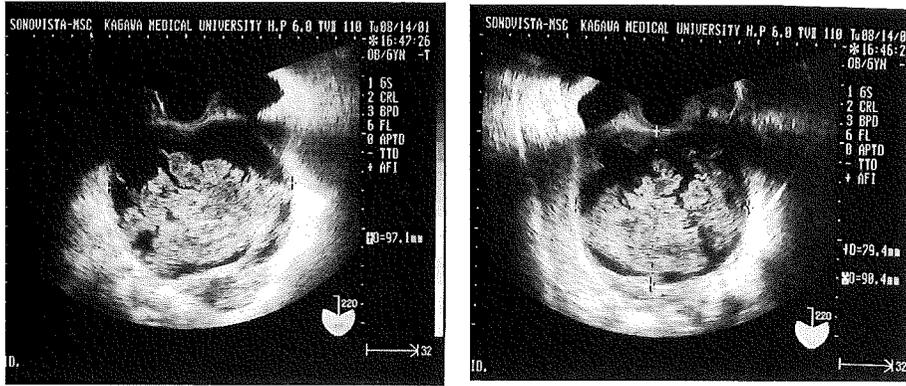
経膈超音波画像 骨盤内に直径 9 センチメートルの tumor を認める。
